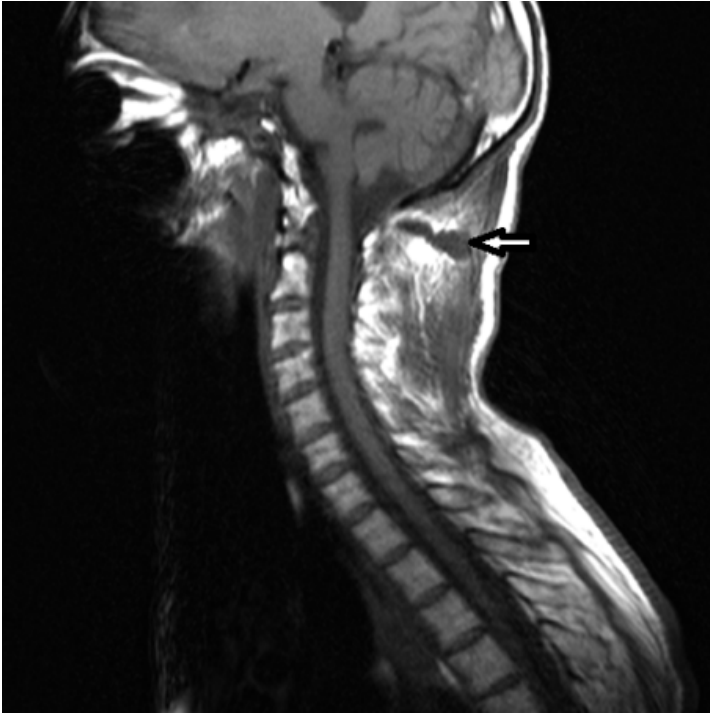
RM CERVICAL SIN GADOLINIO, PROYECCIÓN SAGITAL. IMAGEN POTENCIADA EN T1, EN LA QUE SE VISUALIZA UNA ALTERACIÓN EN LA INTENSIDAD DE SEÑAL, MAL DEFINIDA, DE MORFOLOGÍA LINEAL E HIPOINTENSA DEL BULBO RAQUÍDEO, ADYACENTE A LA UNIÓN BULBO-MEDULAR. SE OBSERVA ASIMISMO TRAYECTO DE ENTRADA DEL ARMA CAUSANTE (FLECHA).
